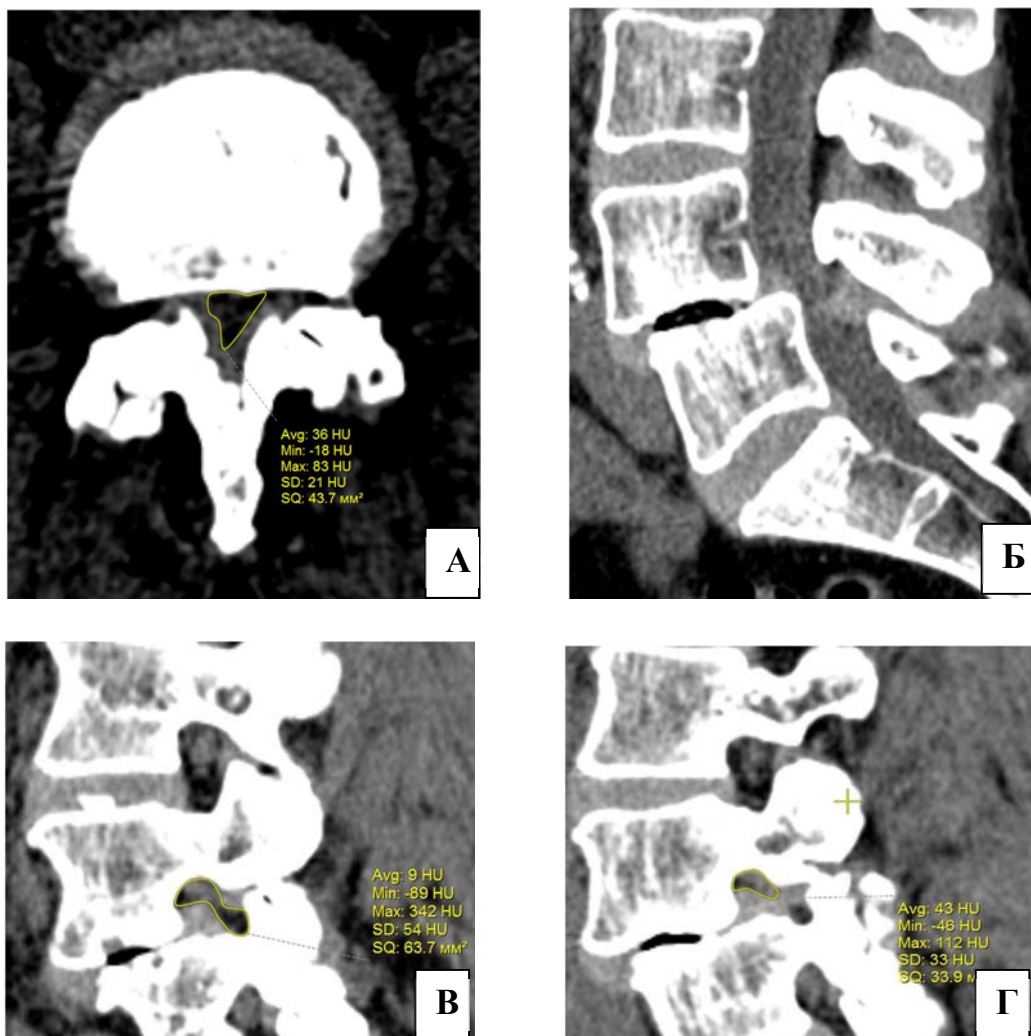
Данные предоперационного КТ исследования: аксиальная КТ реконструкция до оперативного вмешательства (А), сагиттальная КТ реконструкция до оперативного вмешательства (Б), КТ срез через правую форамину (В), КТ срез через левую форамину (Г)
